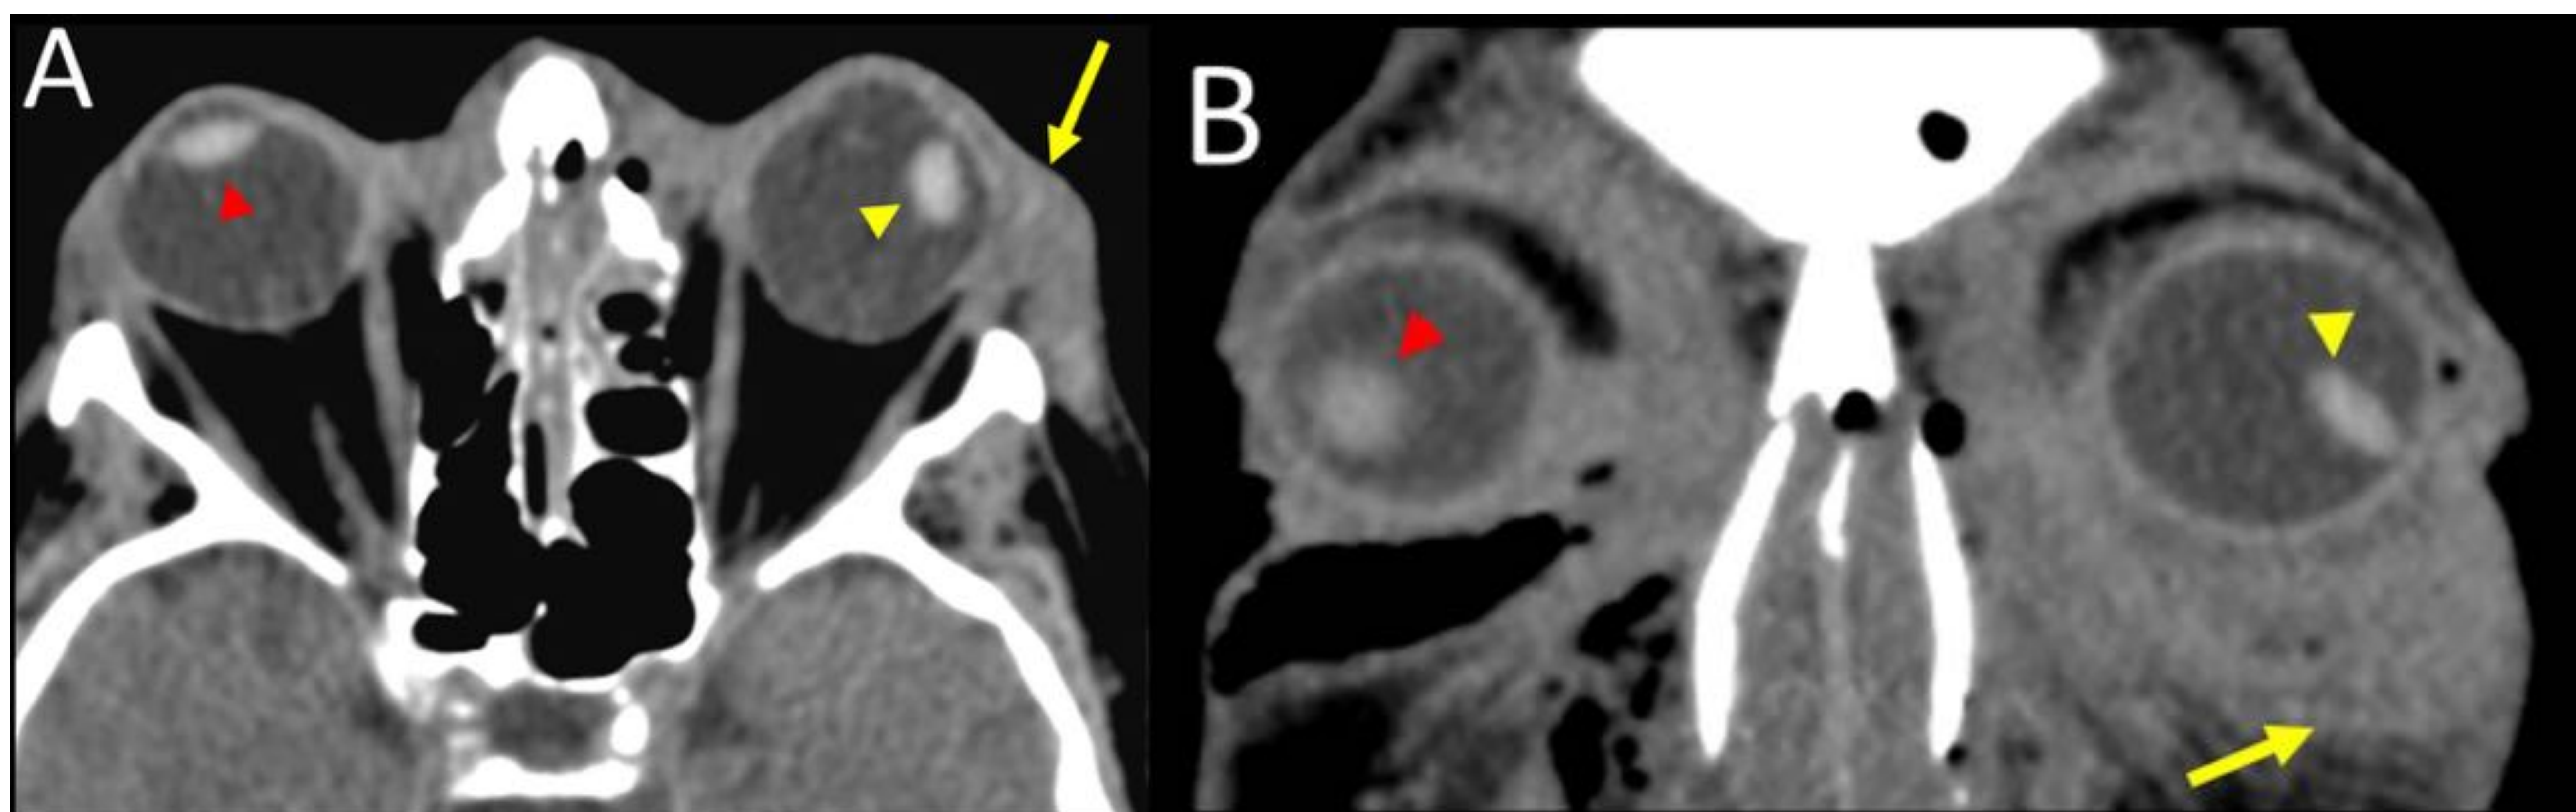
paciente con luxación parcial del cristalino izquierdo. A y B: Imágenes de TC axial y coronal que muestran un desplazamiento posterior y lateral del cristalino izquierdo (punta de flecha amarilla), por rotura de las fibras zonulares, con probable respeto de algunas fibras zonulares laterales. El cristalino derecho está en su posición normal (punta de flecha roja). También hay un aumento del tejidos blandos secundario a hematoma / edema (flecha).
